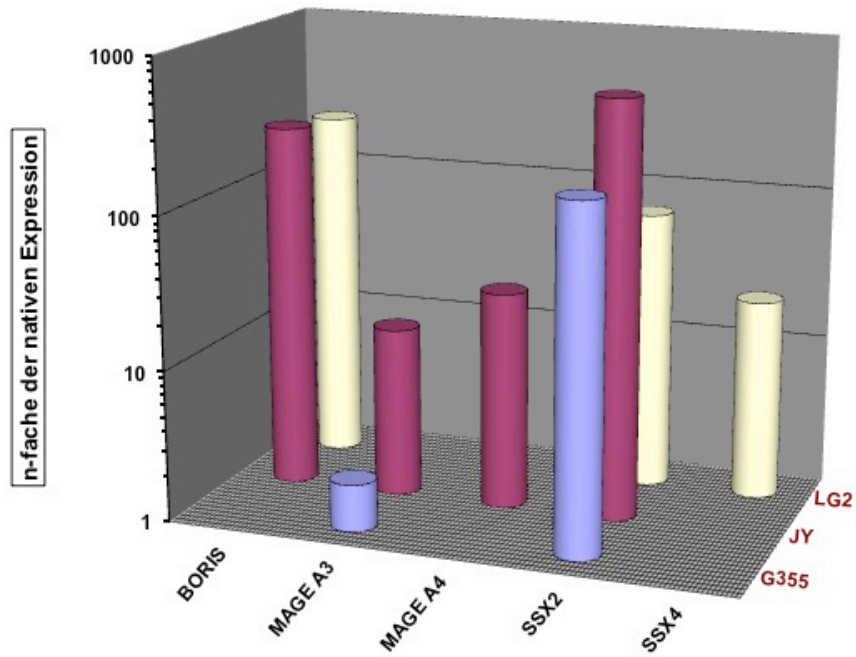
CTA-Expression der LCLs nach der Behandlung mit Aza + SAHA.
